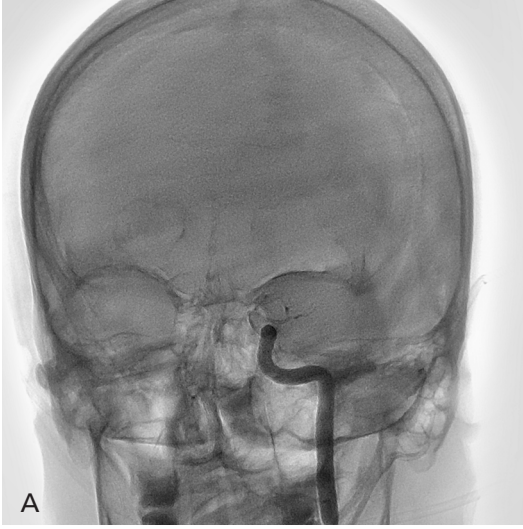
A-D. 65 yaşında kadın hasta sabah wake-up stroke ile acil servise getirilmiş. NIHSS 22 olan hastanın diffüzyon MRG'de pons ve talamusta diffüzyon kısıtlılığı izlenmesi üzerine çekilen bilgisayarlı tomografide baziller arterde oklüzyon saptandı. Mekanik trombektomi için işleme alınan hastanın (A) görüntüsünde baziller arter distalinde oklüzyon izlendi. (B) Mikrokateter ve tel ile oklüzyon geçilmeden ADAPT tekniği ile uyumlu olarak siyah ok ile gösterilen aspirasyon kateteri trombüs proksimaline kadar ilerletildi. (C) Mekanik trombektomi sonrası alınan kontrol görüntüde mTICI 3 açıklık sağlandığı görüldü. (D) Aspirasyon cihazı hortumuna gelen trombüs net olarak seçilebilmektedir.
